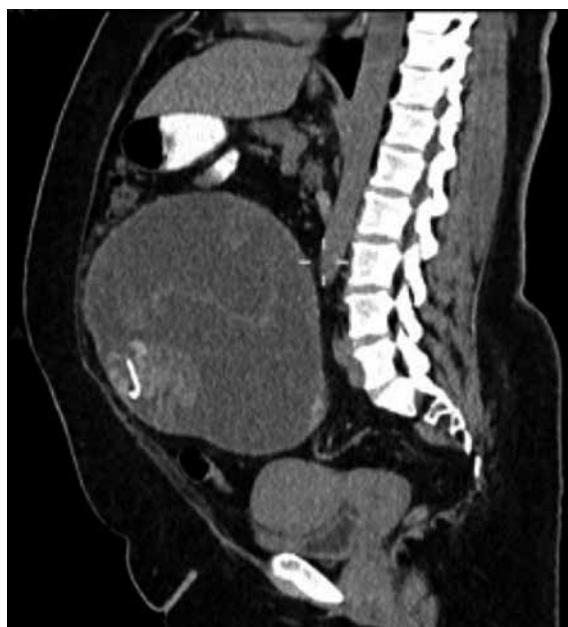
Tomografía de abdomen con doble contraste.
